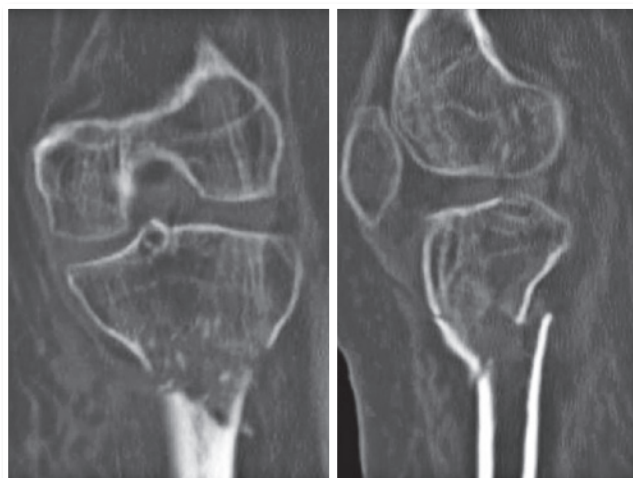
Corte coronal e sagital de TC – descartando cometimento articular
